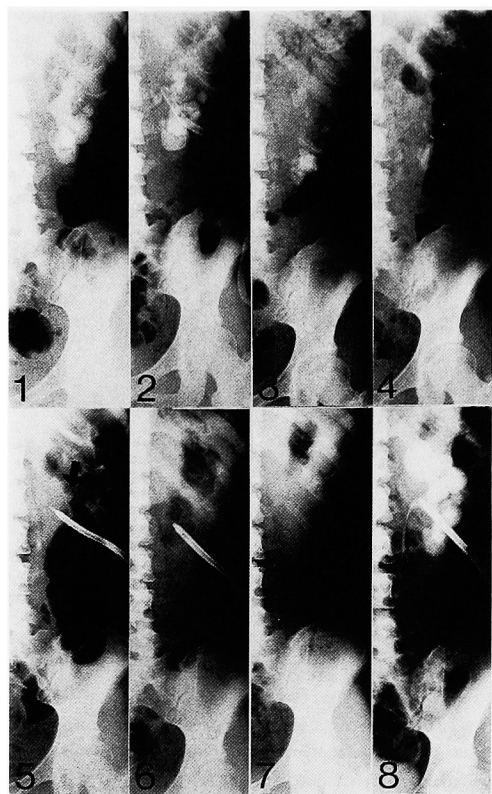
Case 1. 1, preoperative X-ray. 2, 3, X-rays showing residual stones remaining after 1st and 2nd PNL-session. 4, X-ray showing residual stones remaining after 2 PNL-sessions and 1 ESWL-session. 5, X-ray showing residual stones in the upper calyx and upper ureter remaining after 6 PNL-sessions and 5 ESWL-sessions. 6, almost all stones disappeared after 18 days of therapeutic irrigation with tromethamine solution and 2 ESWL-sessions. 7, 8, stone disappeared after about 60 days of additional self-irrigation with tromethamine solution.
